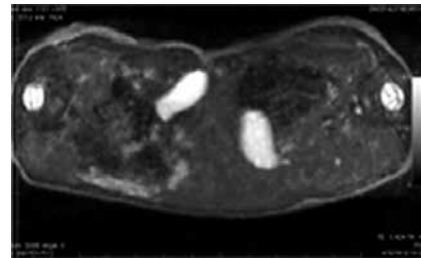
Tomografia computadorizada sem e com contraste, demonstrando gêmeos unidos anteriormente pela porção inferior do tórax e pelo abdômen superior (onfalópagos), com fusão do parênquima hepático, mas com diferente suprimento sanguíneo e biliar.
